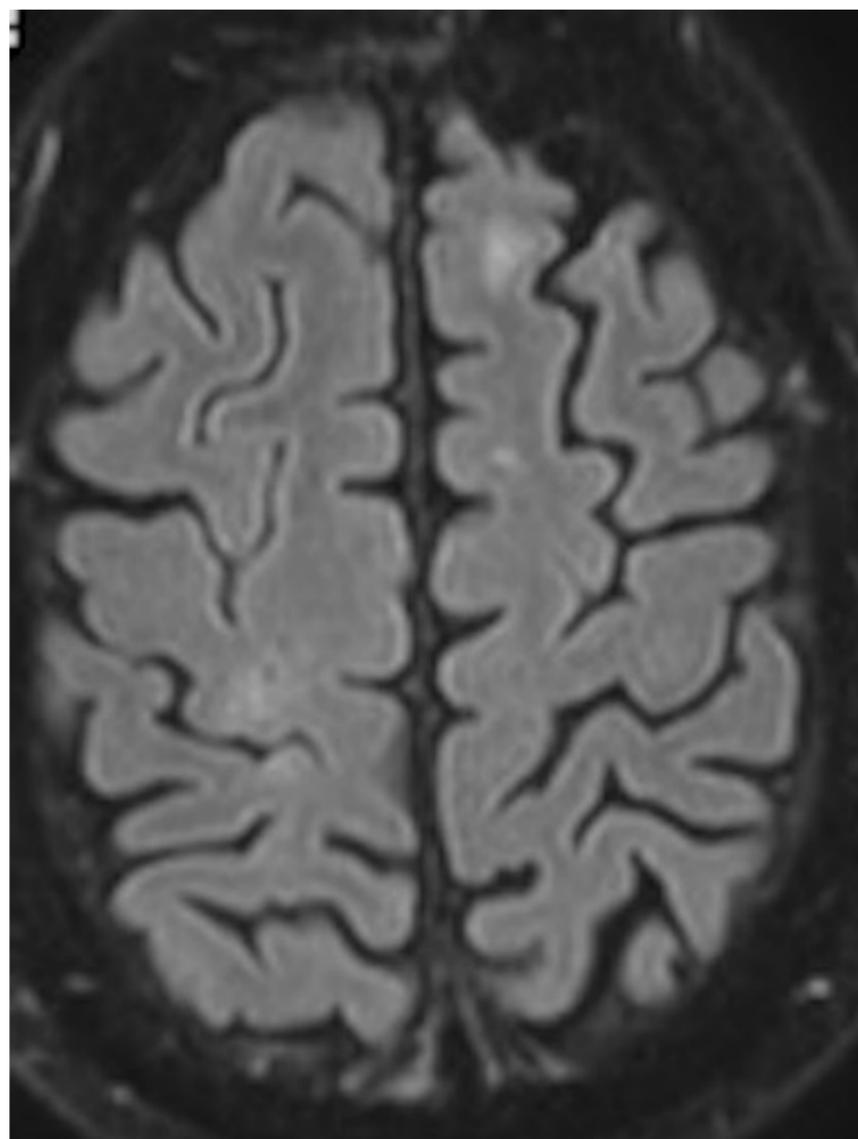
RM craneal post-tratamiento en cámara hiperbárica, corte FLAIR axial mostrando tenues hiperintensidades córtico-subcorticales bifrontales sugestivas de lesiones isquémicas de pequeño vaso.
